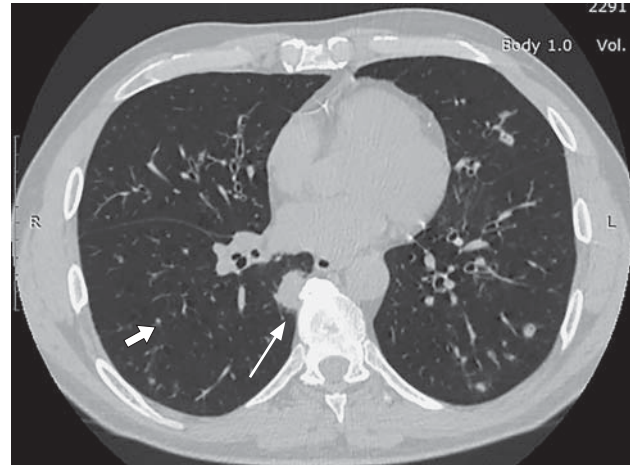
Компьютерная томограмма органов грудной клетки. Очаги тканевой плотности в обоих легких размерами от 3 мм (стрелка) до 15 мм (длинная тонкая стрелка). Наибольший очаг расположен в паравerteбральном отделе S_{VII} правого легкого.
